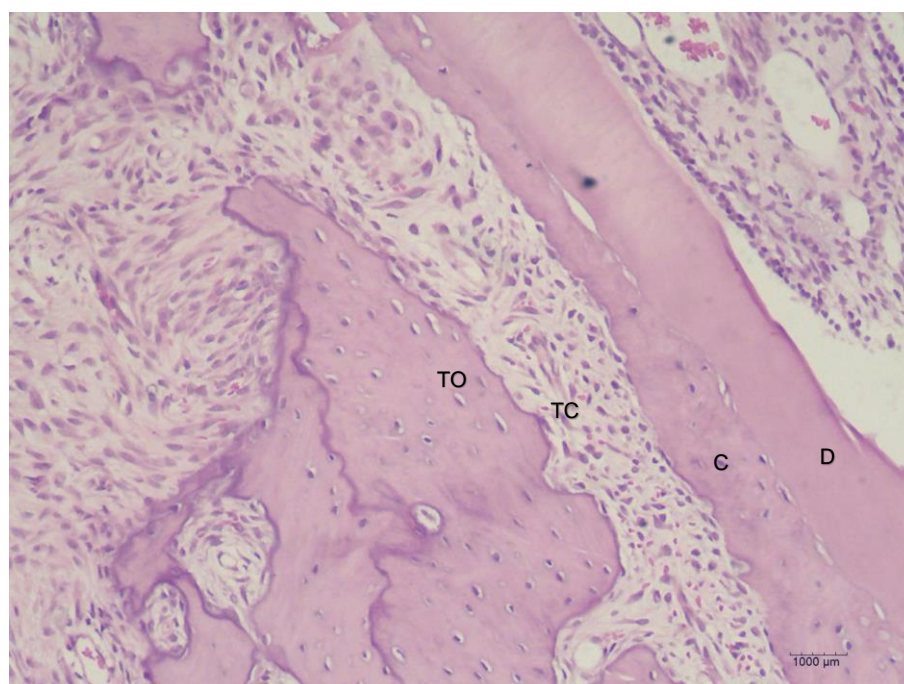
Lado de pressão do grupo 3 aos 5 dias. (TO) tecido ósseo, (TC) tecido conjuntivo frouxo com fibroblastos ovoides e estrelados, (C) cimento, (D) Dentina (Hematoxilina & Eosina, x10).
